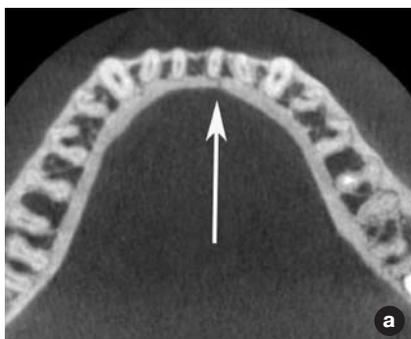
Рентгенограммы больных со срединными переломами нижней челюсти (а, б). Компьютерная томограмма в 3D-изображении (в).
